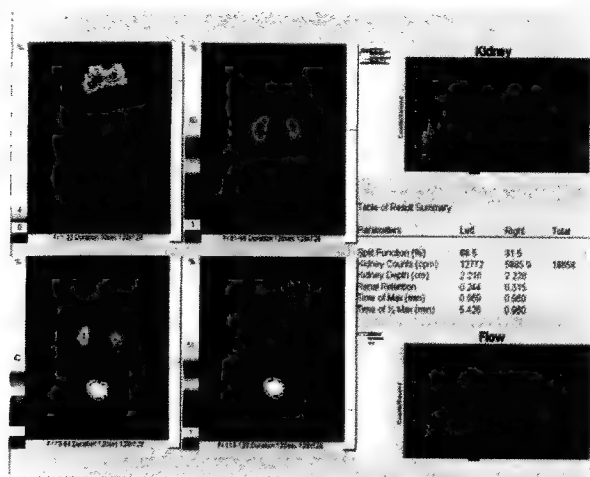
Aspect scintigrafic normal. Curba renografică și cuantificarea parametrilor funcționali renali.
